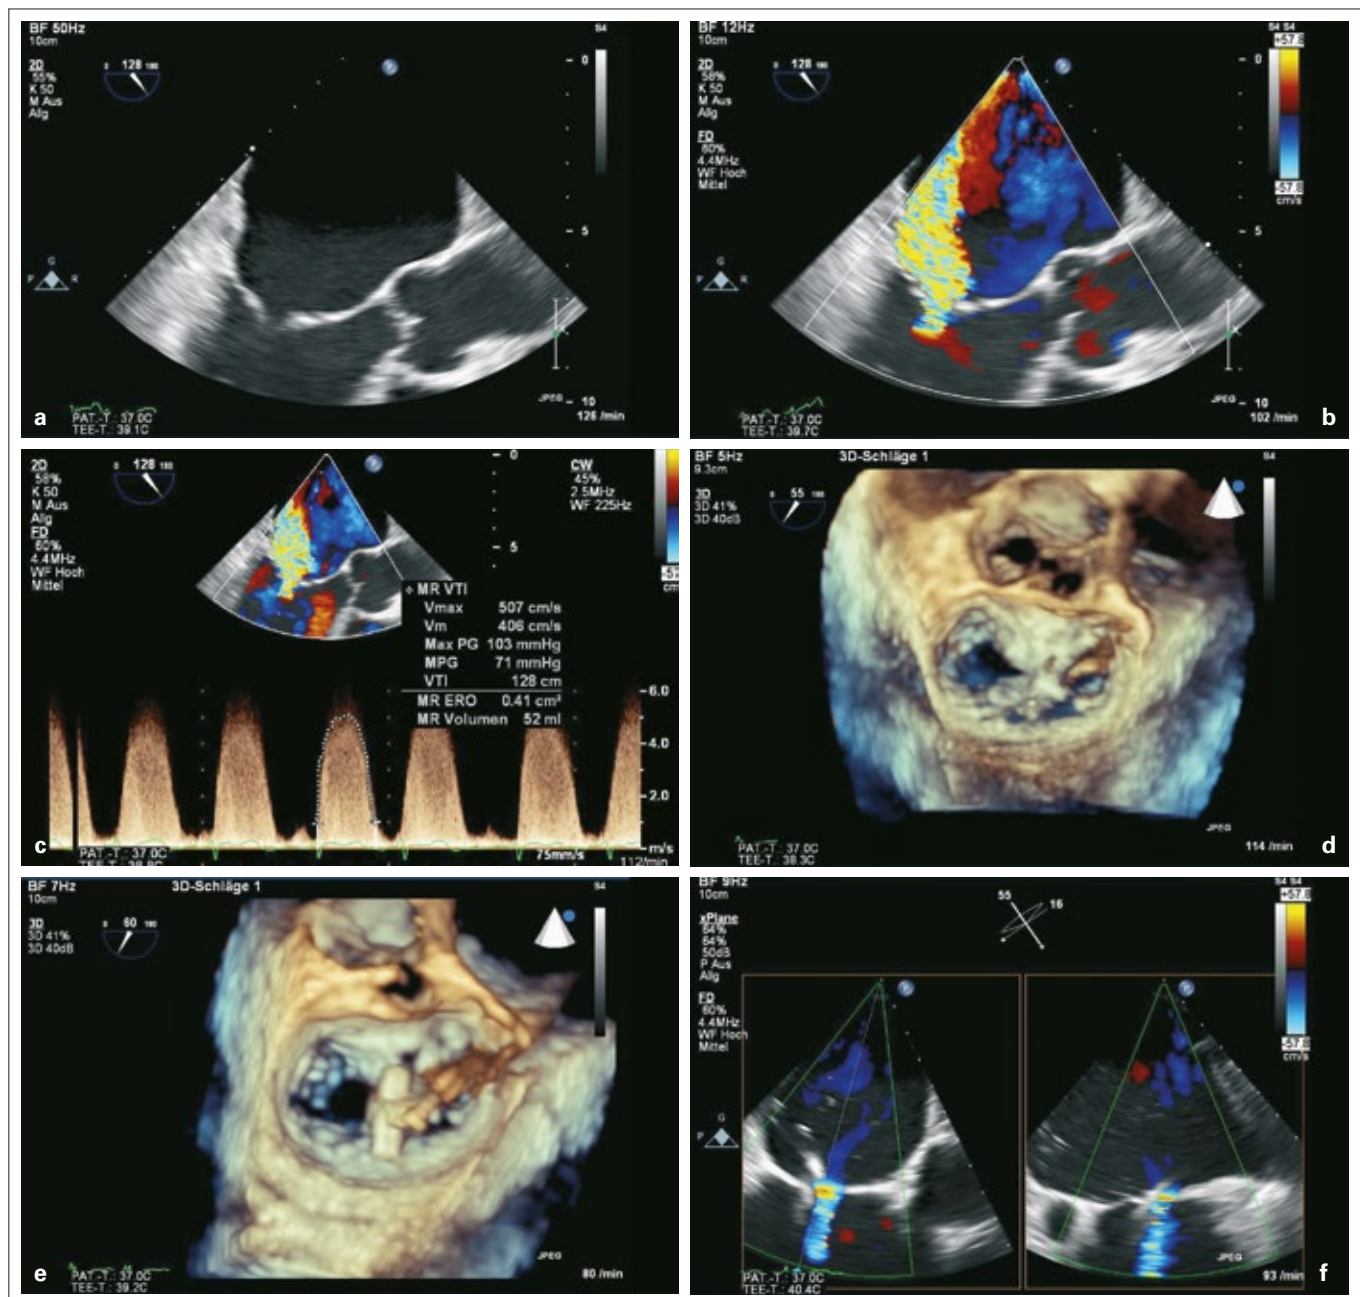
2D-TEE: Sekundäre Mitralinsuffizienz – MitraClip®-Eingriff; (a): 2D-TEE: Dreikammerblick, Koaptationsdefekt bei sekundärer Mitralinsuffizienz resultierend in hochgradiger Mitralinsuffizienz; (b): 2D-TEE, Dreikammerblick mit Farbdoppler; (c): 2D-TEE: Dreikammerblick mit CW-Doppler, PIS 10 mm, ERO 0,41 cm², RV 52 ml; (d, e): 3D-TEE: „en face view“ mit typischem Bild „double orifice“ nach Absetzen des MitraClips®; (f): 2D-TEE „biplan“ mit Farbdoppler, Resultat nach MitraClip®-Implantation mit gering- (mittelgradiger) Mitralinsuffizienz.
